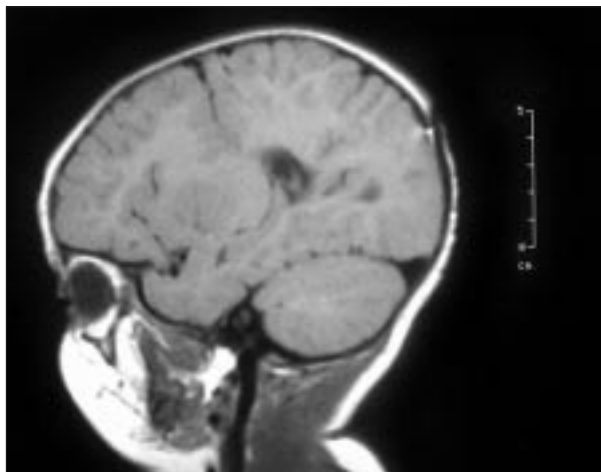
Visión lateral de TC en la que se observa hendidura parietooccipital rodeada de corteza cerebral.
